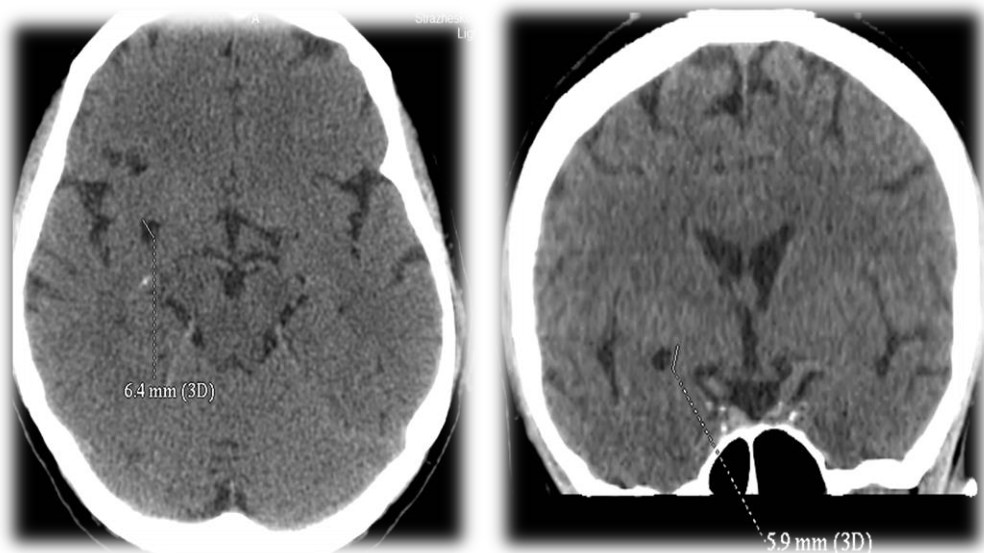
Мультиспіральна комп'ютерна томографія зображення невеликих базальних німих мозкових інфарктів.
